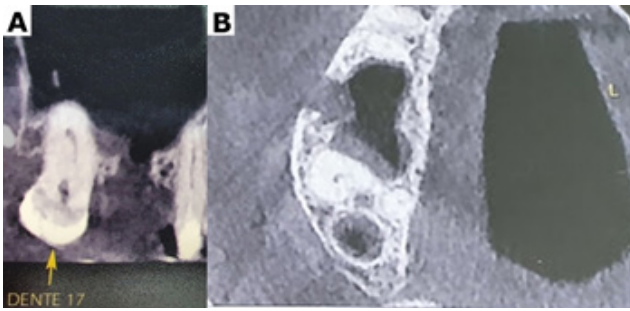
A: Tomografia computadorizada demonstrando presença de solução de continuidade no assoalho do seio maxilar direito na região alveolar do dente 16; 1-B: Visualização da perda da tábua óssea vestibular na região do dente 16 no corte axial da tomografia computadorizada.
